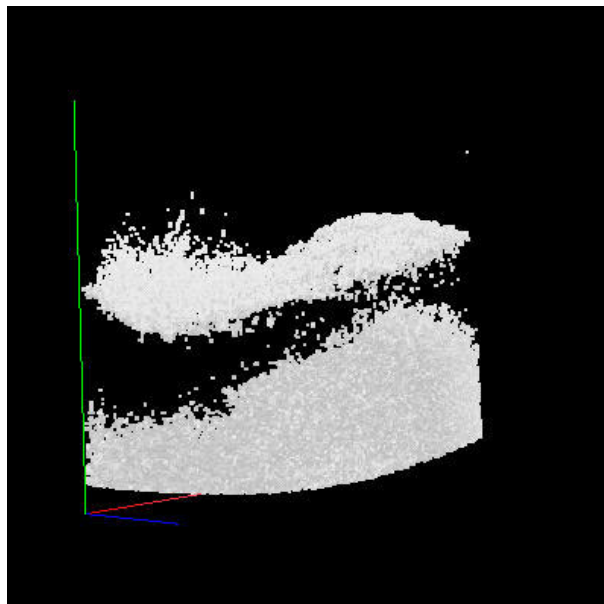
角質層と真皮の3次元高周波超音波画像
